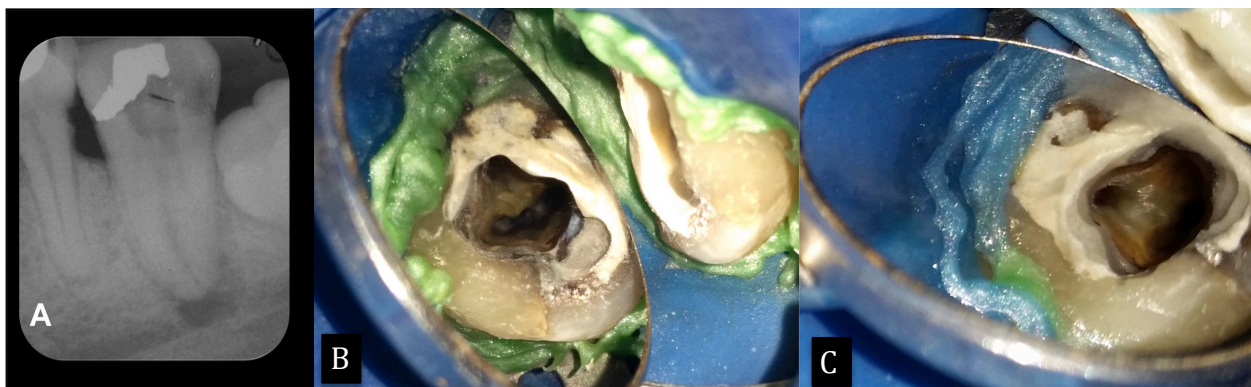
(A) Radiografia periapical inicial do dente 47; (B) e (C) imagens clínicas do molar apresentando anatomia interna em forma de C.
